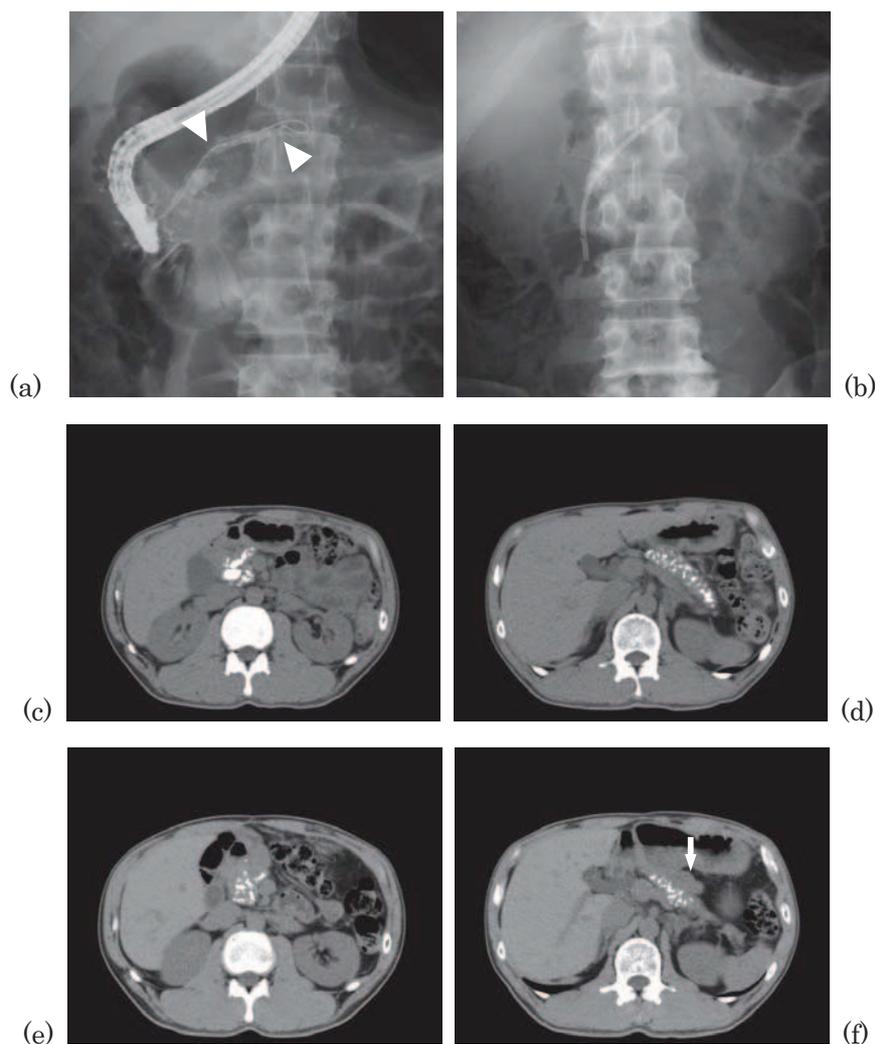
症例1の術前 ERCP と術前後の腹部 CT
